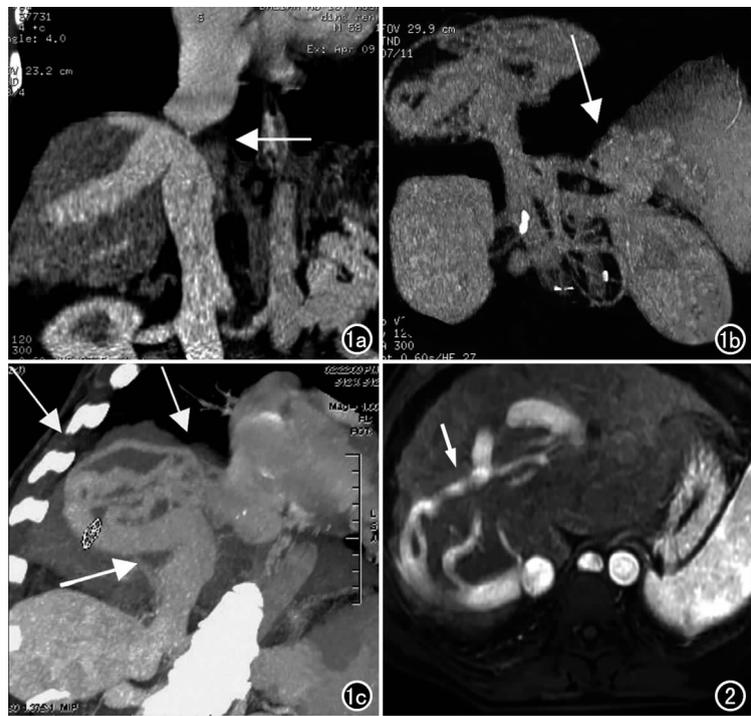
CT。a) CPR重组图像示肝段下腔静脉膜性闭塞伴点状钙化(箭); b) VR重组图像示脾静脉-左肾静脉-下腔静脉侧支循环(箭); c) MIP重组图像示下腔静脉(闭塞段下方)-肝右静脉-肝左静脉-右心房(下腔静脉闭塞段上方)侧支循环(箭)。图2 轴面MRI增强, 示肝静脉迂曲、扩张(箭)。
